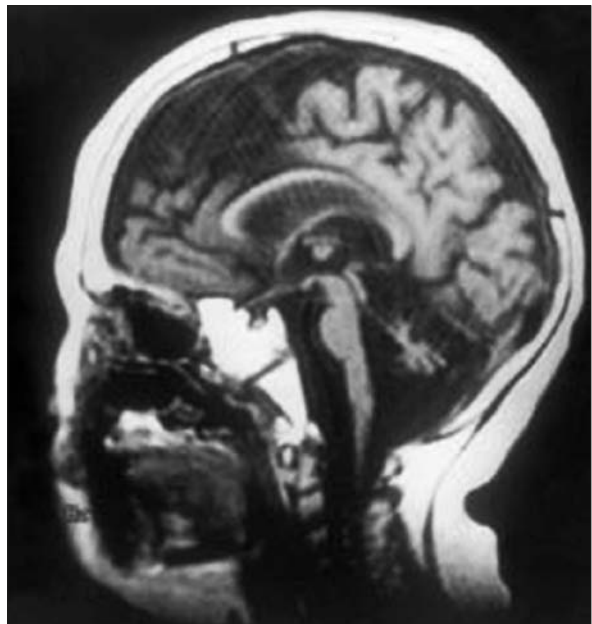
Paciente a la edad de 34 meses. RMN (TR/TE: 460/16) secuencia corta sagital T1. Progresión notoria de la atrofia de cerebelo y tronco cerebral.
